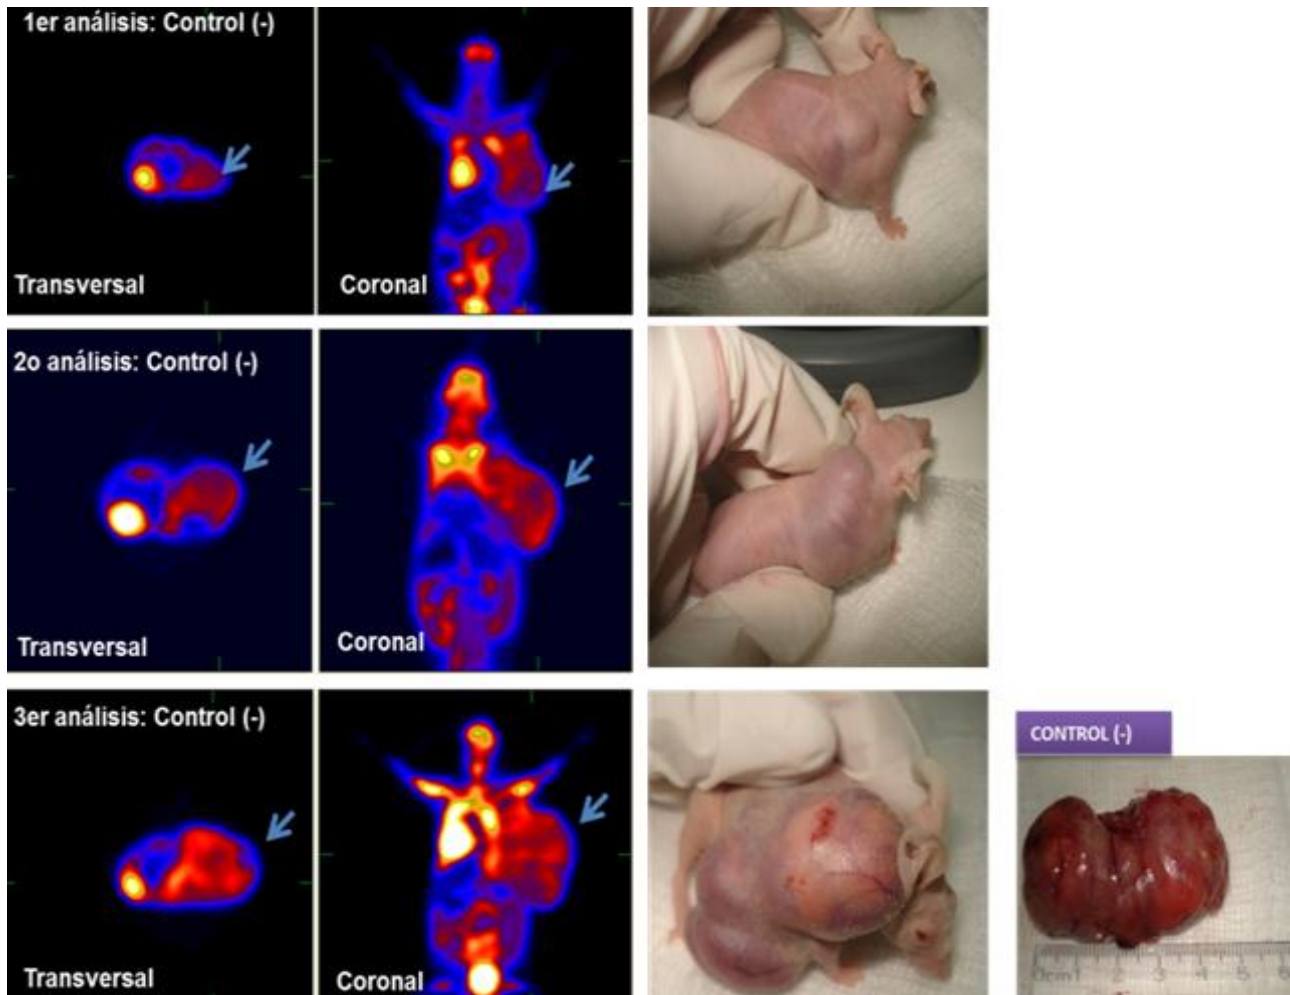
a. Muestra la evaluación del crecimiento tumoral del grupo experimental control (-), animales sin tratamiento (tratado con solución salina). Este análisis se llevó a cabo mediante microPET empleando el radionúclido ^{18}F FDG. El seguimiento de la enfermedad se evaluó mediante 3 análisis (basal, 7 y 15 días). Se observó crecimiento significativo de la masa tumoral al día 7. A la derecha se muestran los animales que se utilizaron durante los 15 días del seguimiento de este análisis y la masa tumoral extraída al finalizar el estudio. Las flechas indican la zona de mayor captación de la ^{18}F FDG; la cual se biodistribuye en la zona de mayor demanda energética. Por su naturaleza fisiológica, en los órganos corazón y cerebro se observa mayor captación del radionúclido; en la vejiga se observa captación debido a que la FDG es excretada a través de la orina.
